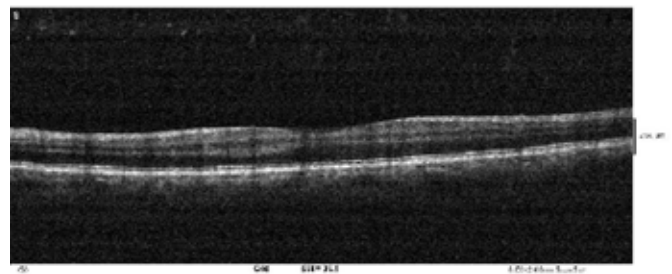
Tomografia de coerência óptica macular OD: Focos de sombra óptica posterior oriundos da cavidade vítrea
